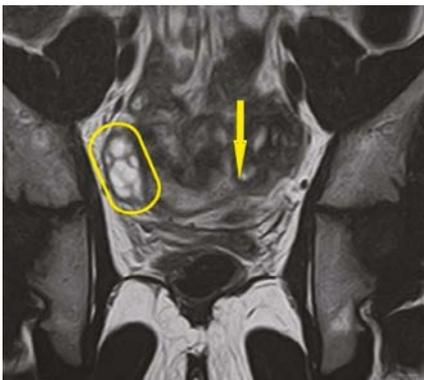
Магнитно-резонансная томография нижнего отдела брюшной полости. Матка в положении *anteflexio, retroversio*, с четкими границами, тело отклонено влево (стрелка). Правый яичник у входа в малый таз (овал)
